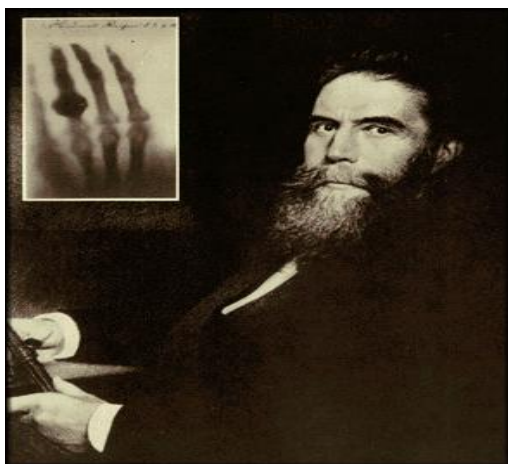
Wilhelm Conrad Roentgen
